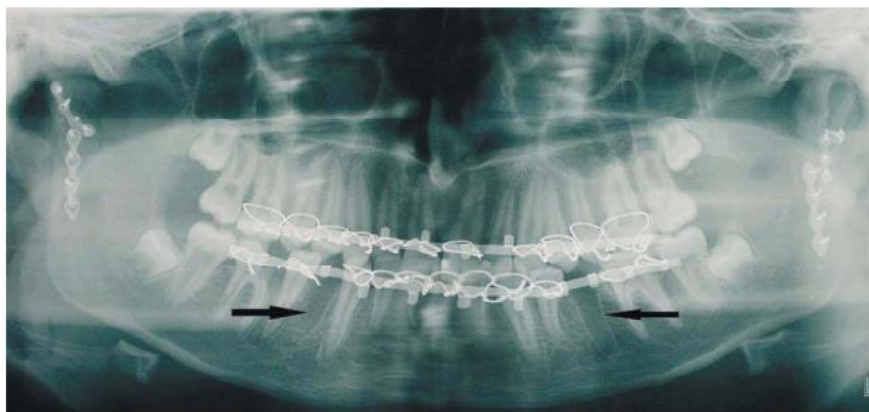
Ортопантомограма того ж хворого після МОС обох СНЩС
